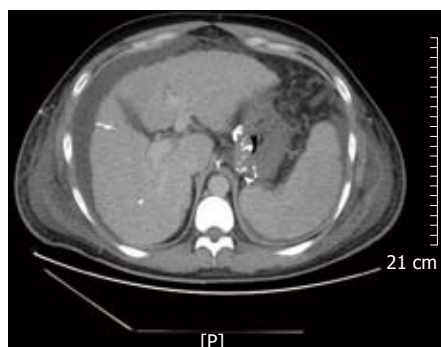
术后1 mo CT复查结果. 食管胃底曲张静脉丛消失, 生物蛋白胶分布如初, 未出现移位。
